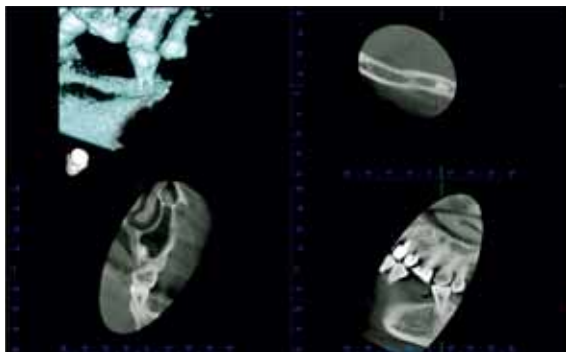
Nivelul bifurcației rădăcinilor și canalelor unui molar doi inferior (imagine CBCT, reconstrucție tridimensională, plan axial, plan sagital și plan coronar)
